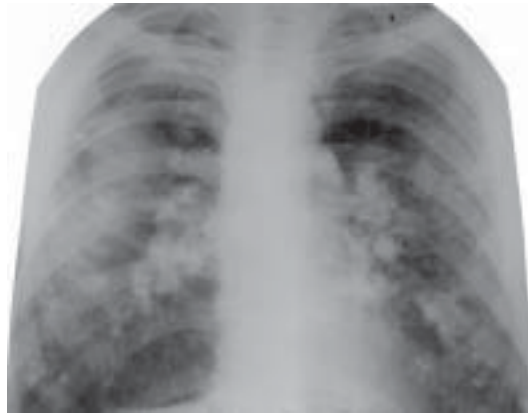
Силікотуберкульоз: силікоз III стадії, дисемінований туберкульоз легень, фаза інфільтрації. Оглядова рентгенограма
